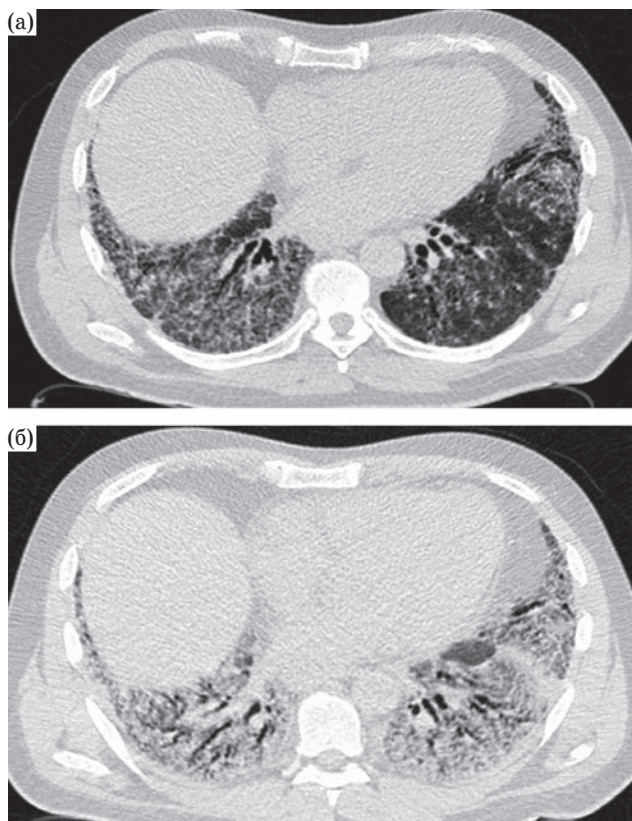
Обострение ИЛФ: КТ легких за 2 мес до обострения (а) и во время обострения ИЛФ (б).
